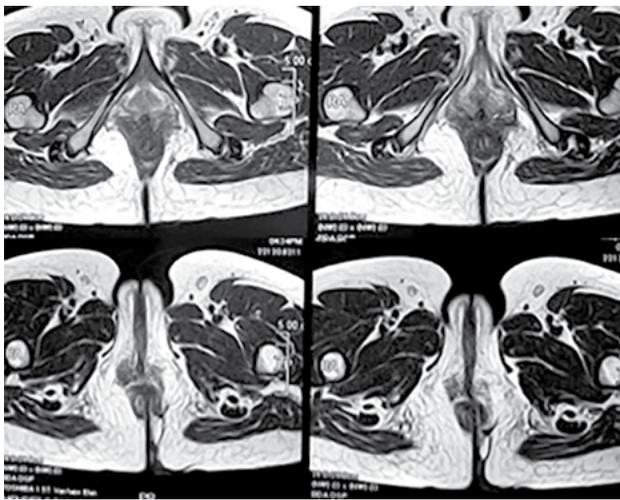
Restitución ad-integrum imagenológica. Por TC.
